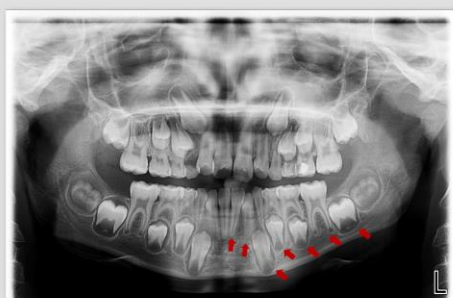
Exemplo de ortopantomografias com as peças dentárias a analisar assinaladas.
